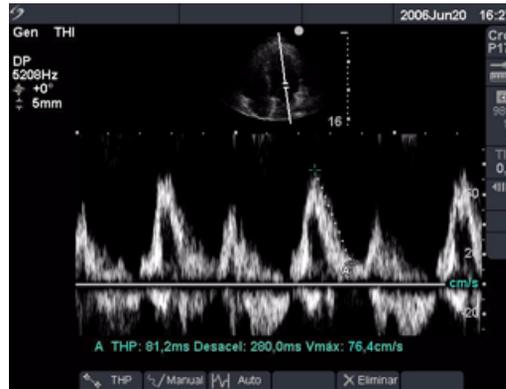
Trazo Doppler con dos mediciones de velocidad
